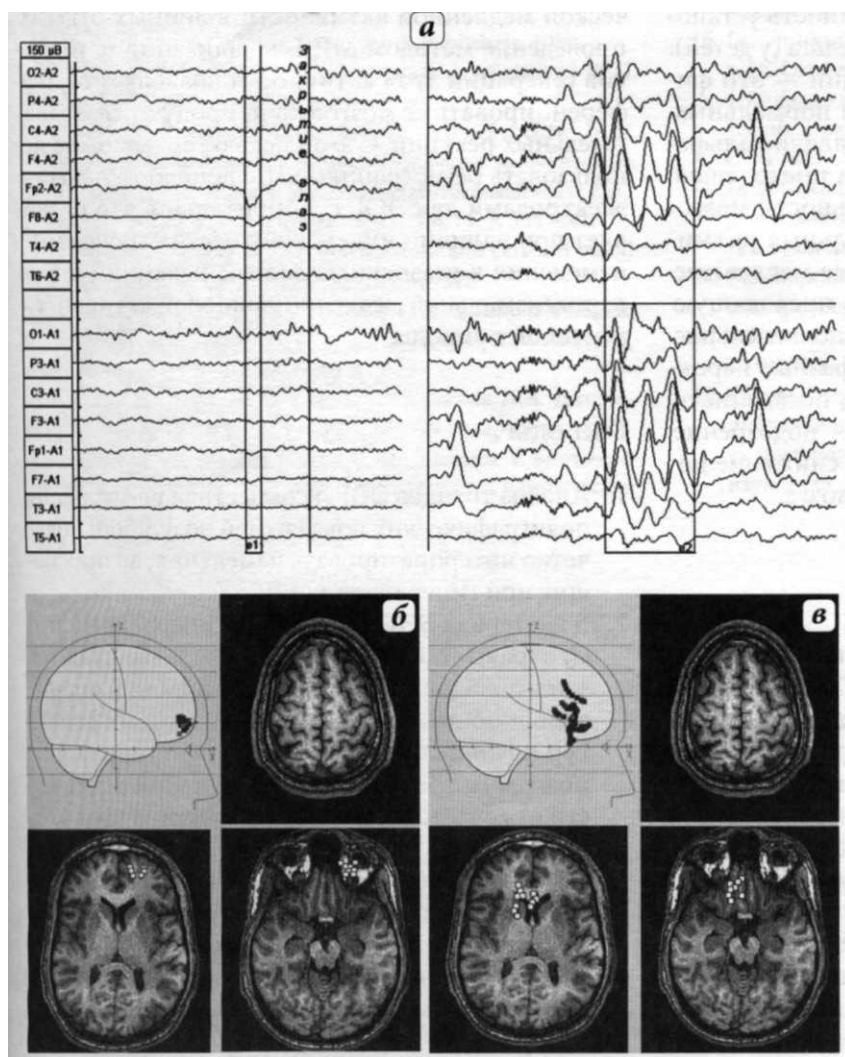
МДЛ источников синхронных вспышек дельта-волн и глазодвигательных реакций при ГВ у больного И., 18 лет анофтальмией слева. а — слева — фрагмент записи ЭЭГ с асимметричными глазодвигательными реакциями; справа — медленно-волновая активность в ЭЭГ, б — трехмерная локализация ЭОГ — взвешенный дипольный источник от одного глазного яблока: генераторы справа — активность здорового глазного блока, частично наводятся за счет усреднения и локализации с минимизацией на правый полюсный лоб, в — Трехмерная локализация ритмической дельта активности, возникающей при ГВ, на срезах МРТ источники генерации этой активности локализуются в орбито-фронтальной коре и медиобазальной лобной коре больше слева
